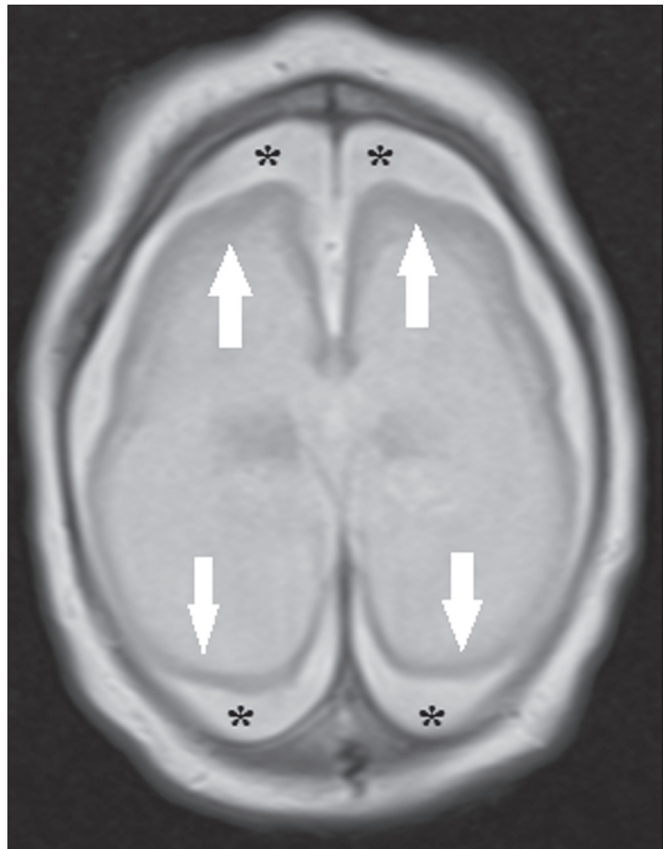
Paciente com 2 meses de idade. Ressonância magnética, T2, corte axial demonstrando acentuada simplificação do padrão girial pela presença de agiria (setas). Observa-se, ainda, aumento difuso do espaço líquido extra-axial (asteriscos).
